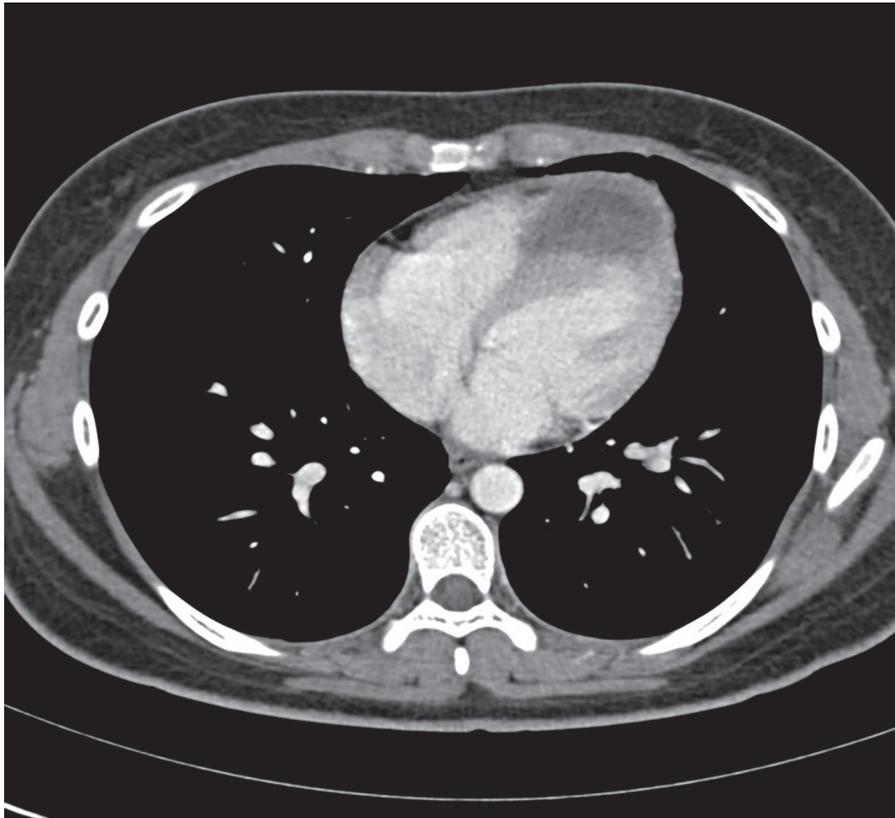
Tomografía computada, el tercio medio y apical de la pared septal se observa reemplazada por una lesión quística de contenido líquido y algunos tabiques gruesos a modo de membranas en su interior, se extiende a ventrículo derecho contactando la pared libre.
